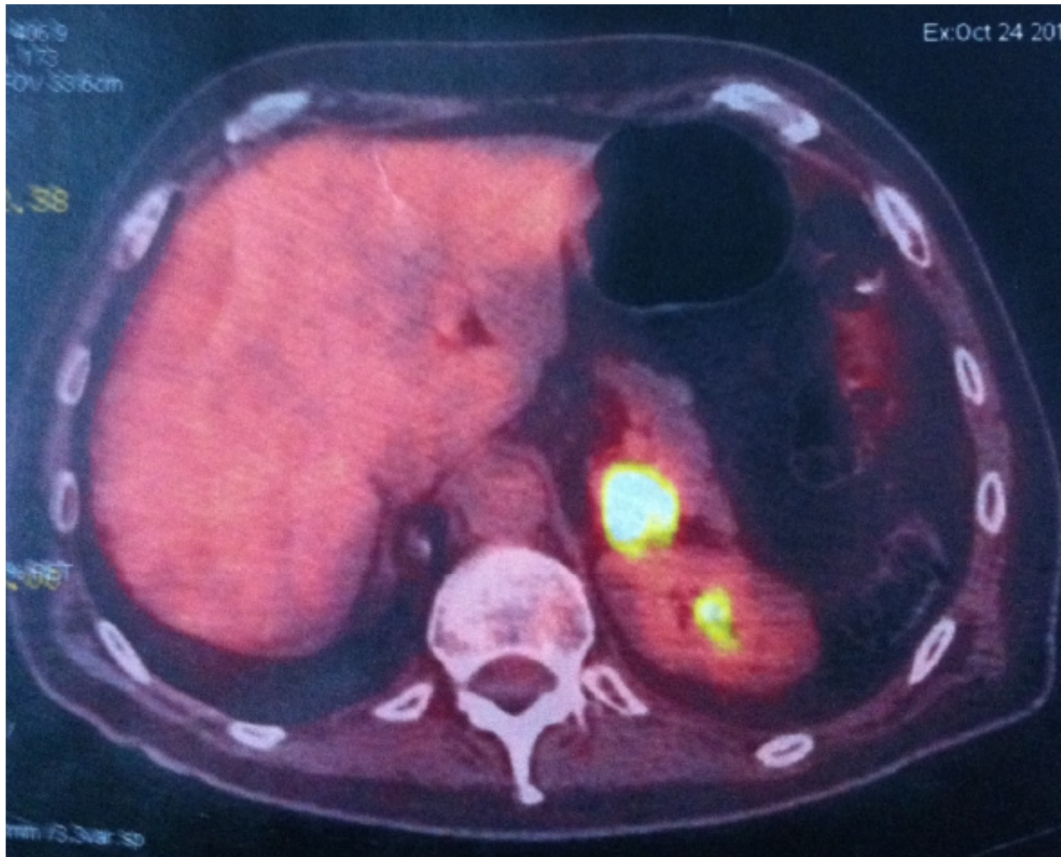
PET Scan montrant un nodule hypermétabolique (métastase surrénalienne)
